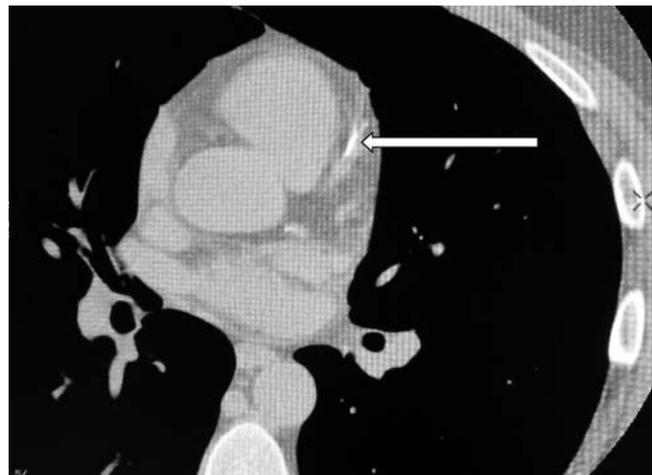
Умеренный ККА по данным МСКТ у больного ПсА 38 лет с низким риском по шкале SCORE ($SCORE=0,55$). Кальциноз передней нисходящей артерии (указан стрелкой; кальциевый индекс составляет 177 единиц)
